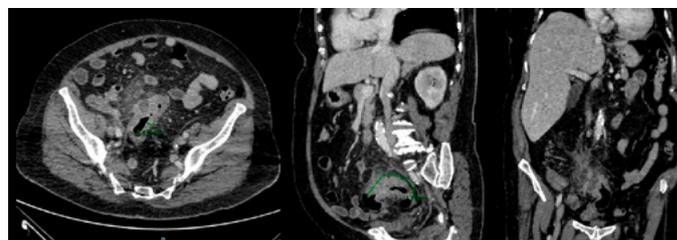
TC abdominopélvico con contraste iv.
